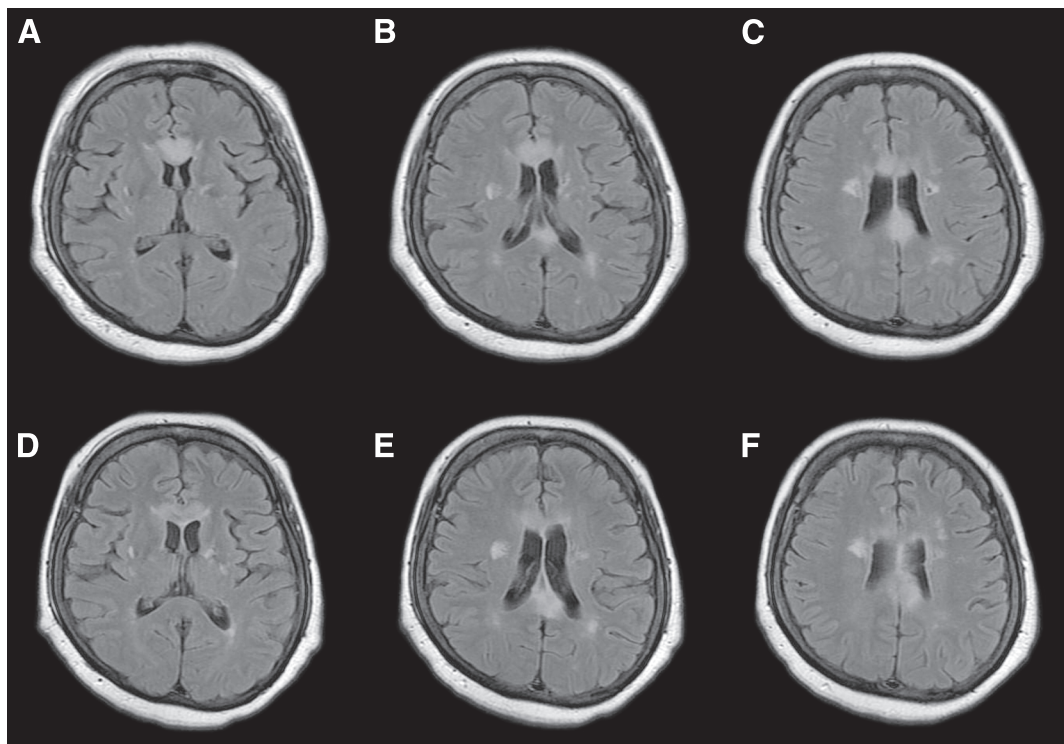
Time-course changes of fluid-attenuated inversion recovery (FLAIR) images of the brain.
